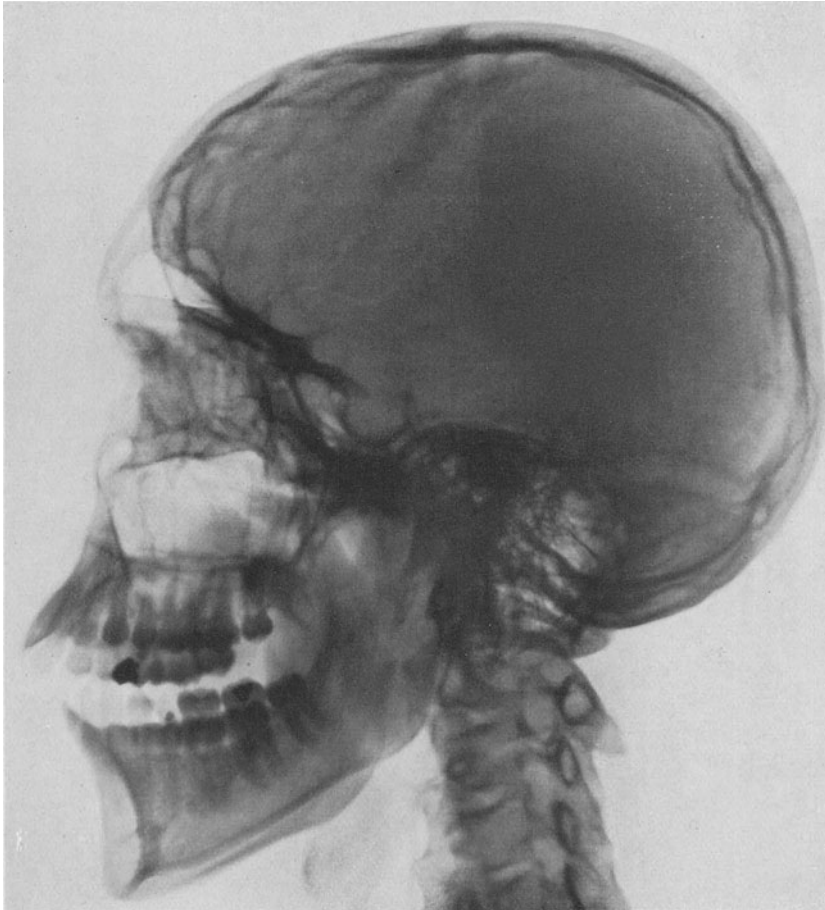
Röntgenbild zu Abb. 37. Gleichmäßige Vergrößerung der Sella.
